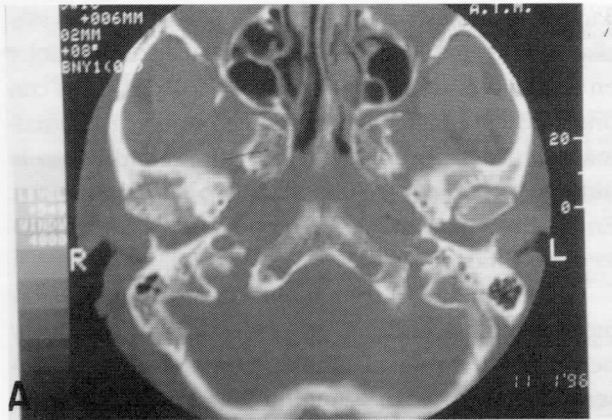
En la tomografía axial computarizada se aprecia una esclerosis ósea condilar con una heterogeneidad ósea provocada por múltiples exóstosis y erosiones más marcadas de nuevo en la ATM derecha. A: corte coronal. B: corte frontal.
